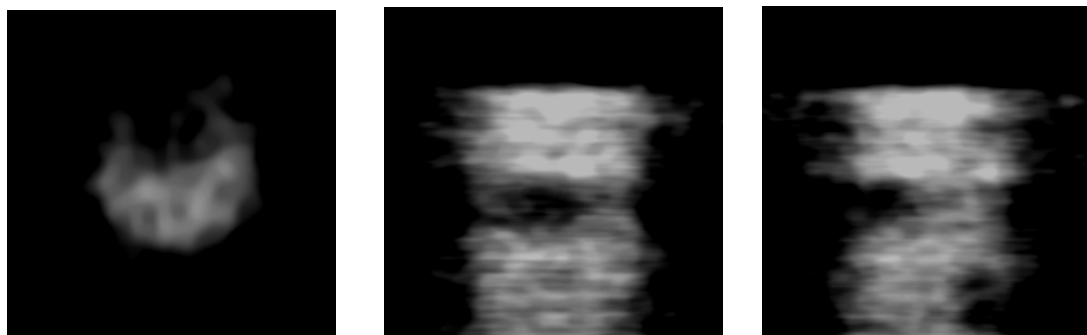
Томографические срезы фантома, заполненного раствором I-125
